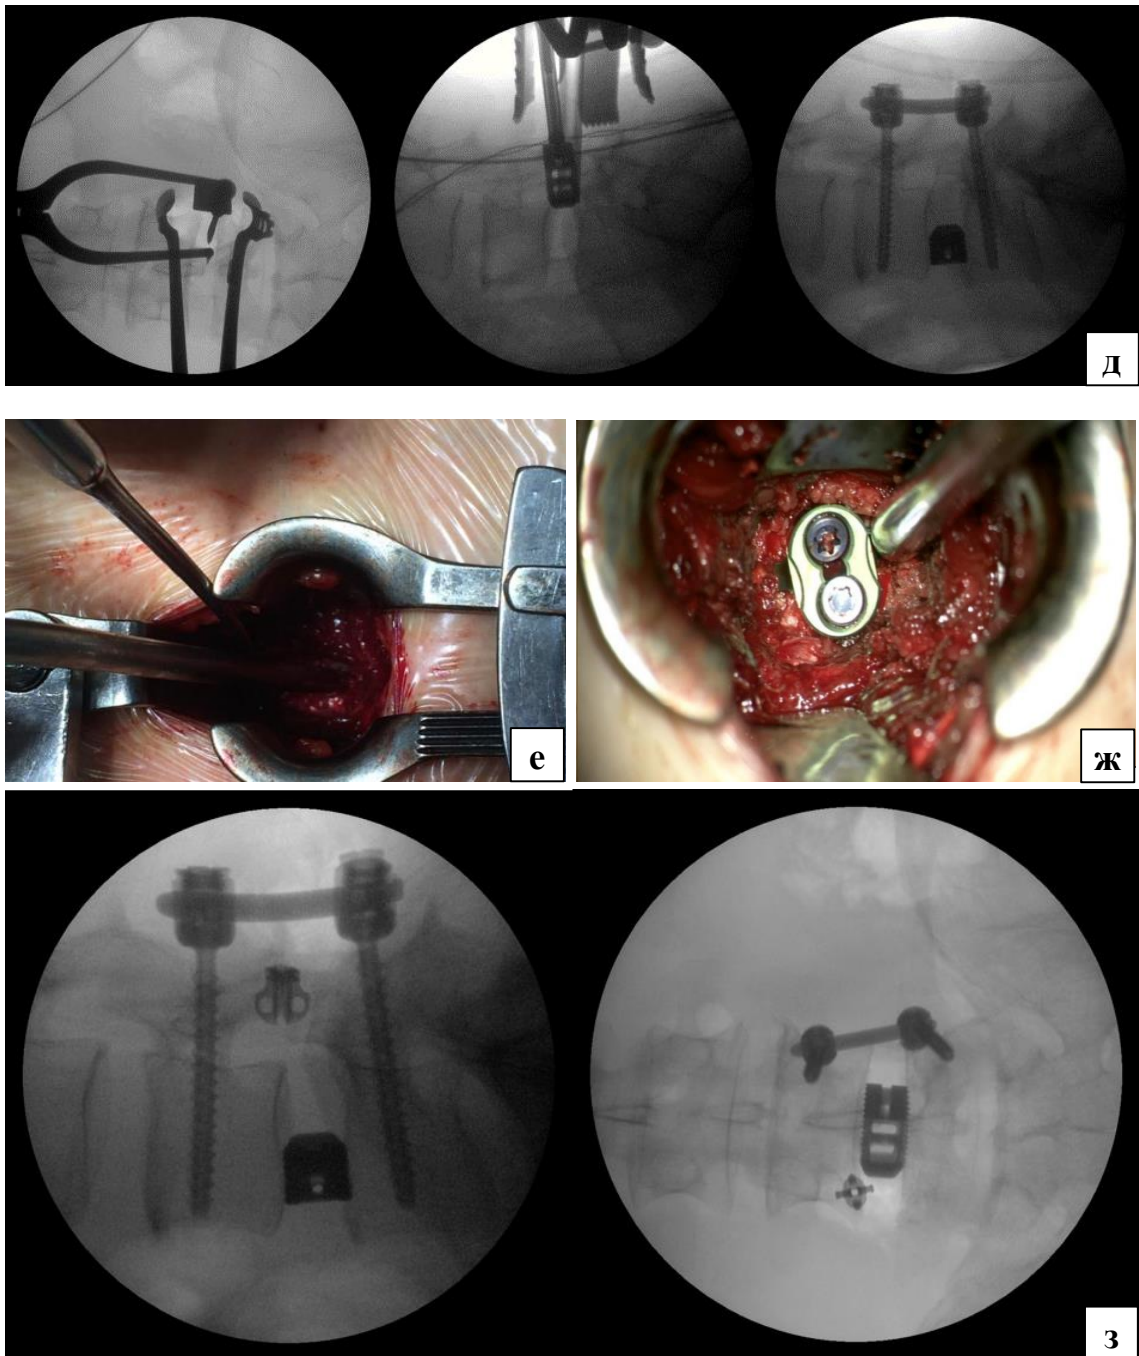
(Продолжение) – Пациент Ф., 45 лет; микрохирургическая реконструкция позвоночного канала на уровне  $L_{IV}$ – $L_V$ , фасетэктомия  $L_{IV}$ – $L_V$  справа, дискэктомия  $L_{IV}$ – $L_V$  справа, трансфораминальный межтеловой спондилодез  $L_{IV}$ – $L_V$ , транспедикулярная фиксация  $L_{IV}$ – $L_V$ -сегмента системой канюлированных винтов справа и трансфасеточная фиксация  $L_{IV}$ – $L_V$  слева: д – трансмускулярное введение расширителя; е – внешний вид операционной раны с использованием ранорасширителя Caspar; ж – интраоперационная фотография установленного кейджа; з – слева-направо интраоперационный рентген-контроль в боковой и прямой проекции
